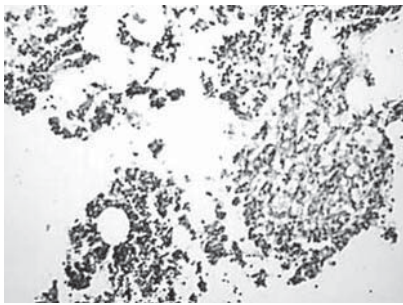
Очаговая інфільтрація КТ в ткани костного мозгу грудни
